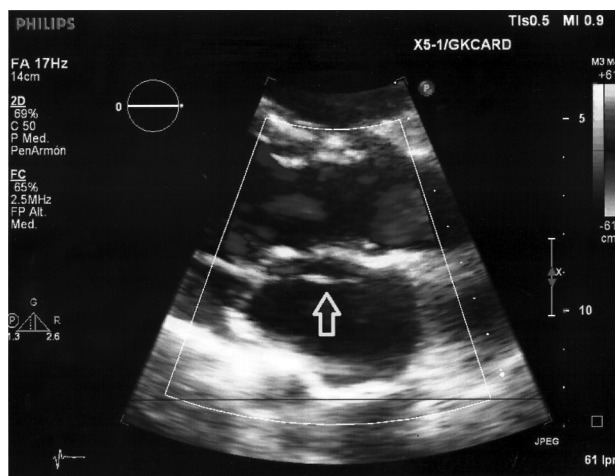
Ecocardiograma transtorácico. Vista de eje largo paraesternal con zoom y Doppler color. Se observa imagen lineal de falso tendón en la aurícula izquierda (*flecha*). No se registra insuficiencia mitral significativa con el modo color.
